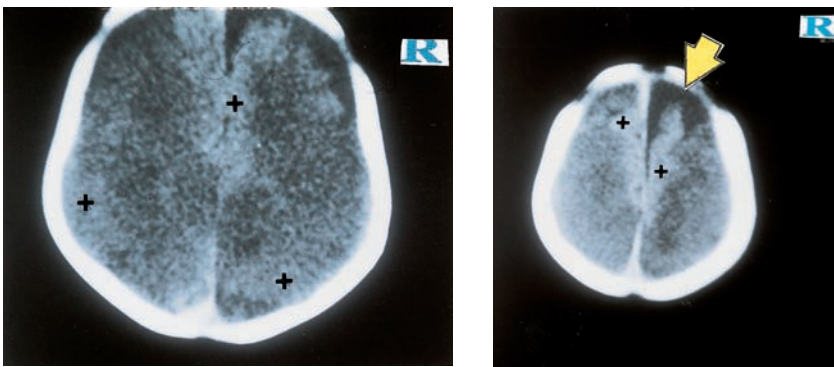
(Caso 2) — TAC cerebral
